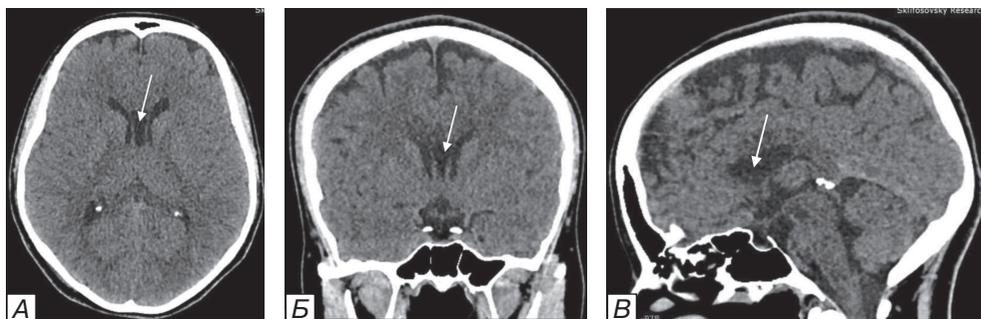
КТ головного мозга больной 3., 24 лет, на 24-е сутки после операции: уменьшение размера и объема кисты прозрачной перегородки (с 16 до 10 см³) (указано стрелкой).
